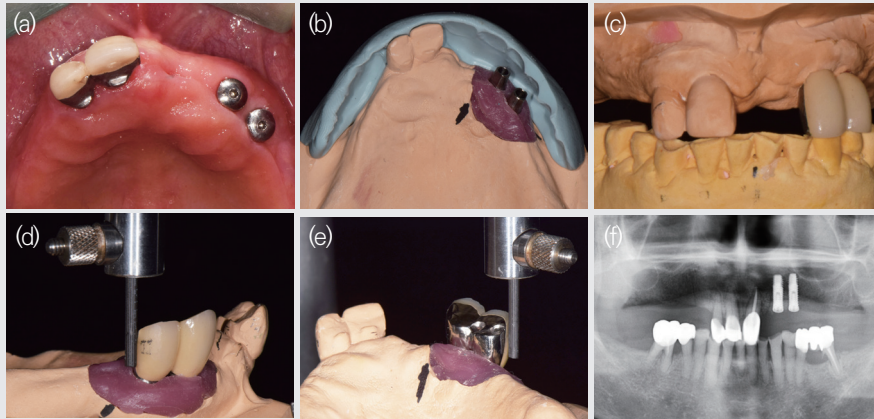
Two implants placed on # 23 and 24 sites. (a) Intraoral view after 2nd stage surgery, (b) Abutments selected and connected on fixture-level cast using silicone index, (c) Frontal view of FPDs, (d) Labial view of surveyed bridge, (e) Lingual view of implant surveyed bridge, (f) Panoramic radiograph after implant surveyed bridge delivery.
